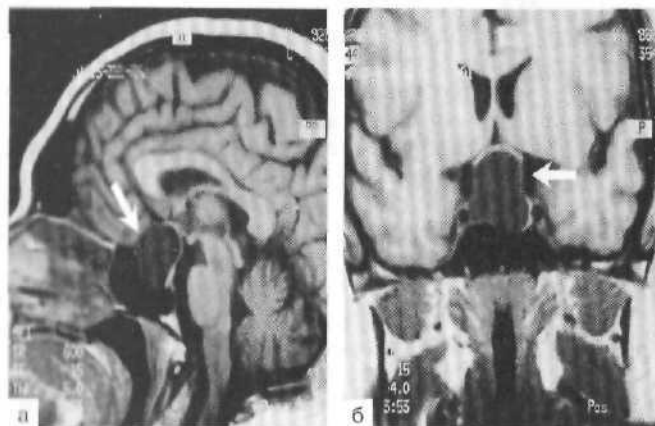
Эндосупраселлярная герминома (стрелка). МРТ, T_1 -взвешенные изображения в сагиттальной (а) и фронтальной (б) проекции.
